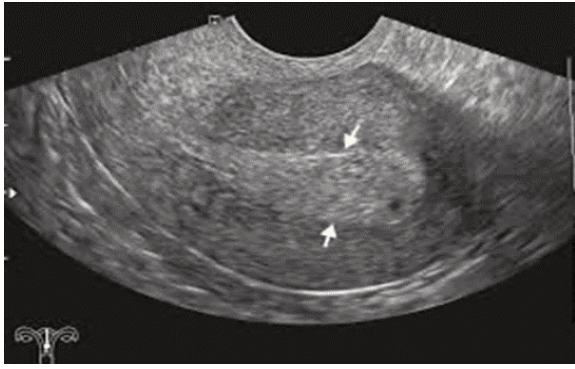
Ecosonografía transvaginal.
